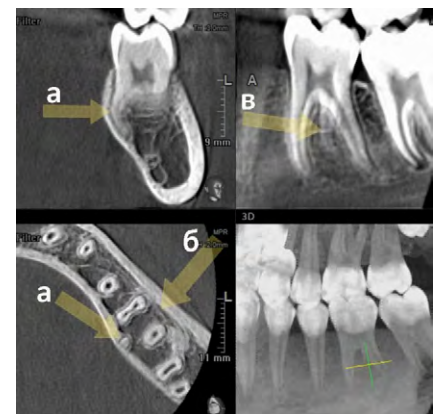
Мультипланарная реформация КЛКТ, зуб 3.6, дополнительный язычный корень (стрелки а, в) дистального комплекса, анатомический тип В, рентгенологический тип 2; пример виртуального позиционирования с целью определения угла наклона тубуса рентгеновской трубки для проведения внутриротовой рентгенографии зуба (аксиальный реформат, стрелка б), имитация результирующего суммационного изображения с помощью зонограммы (сагиттальный реформат)
